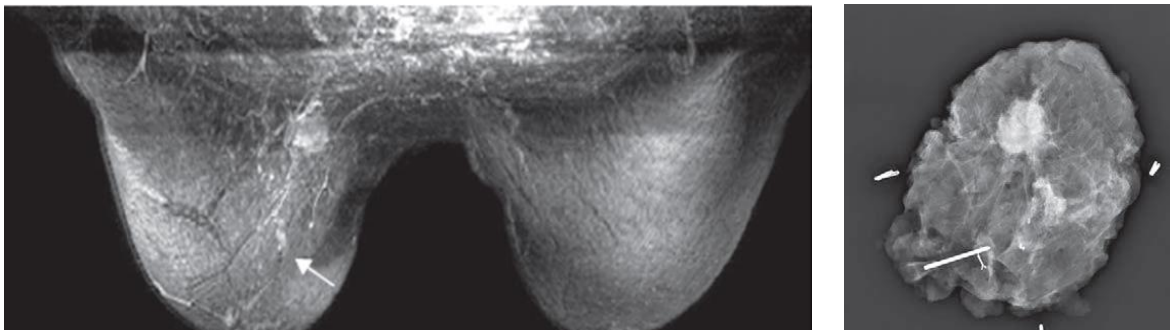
Cáncer de mama multifocal. En la imagen MIP de la RM (a) se identifica el tumor índice de 22mm situado en el CSI de la mama derecha y a 35mm del mismo, hacia la vertiente areolar de la mama, se identifica otro pequeño foco de captación de unos 4mm (flecha) la biopsia fue positiva para malignidad.
